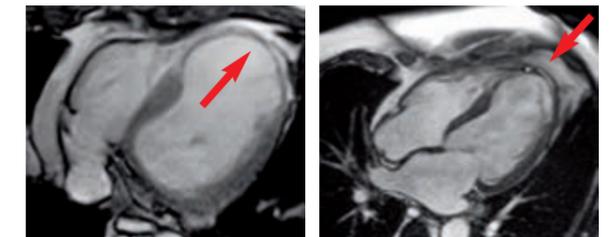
MRT des Herzens, massive Ausdünnung der Spitze des linken Ventrikels nach Infarkt i.S. einer beginnenden Aneurysmabildung im 2- und 3-Kammerblick.
